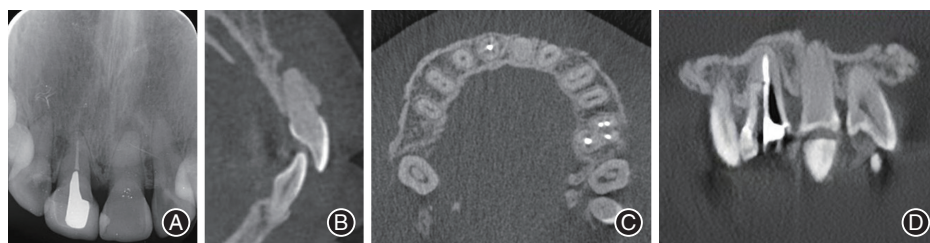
病例2术前影像学资料 A:根尖X线片;B~D:锥形束CT(CBCT)矢状面、横断面以及冠状面影像,可见21髓腔及根管钙化闭锁。
